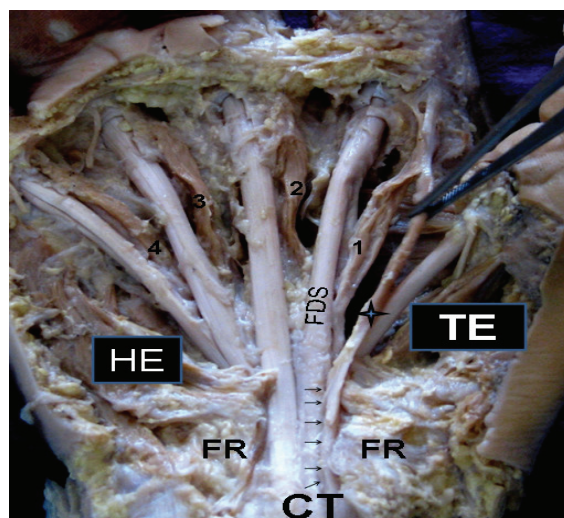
Червеобразные мышцы кисти [6]: 1-я червеобразная; 2-я червеобразная; 3-я червеобразная; 4-я червеобразная; CT – карпальный канал; FDS – сухожилия поверхностного сгибателя указательного пальца; FR – карпальная связка; HE – гипотенер; TE – тенер
